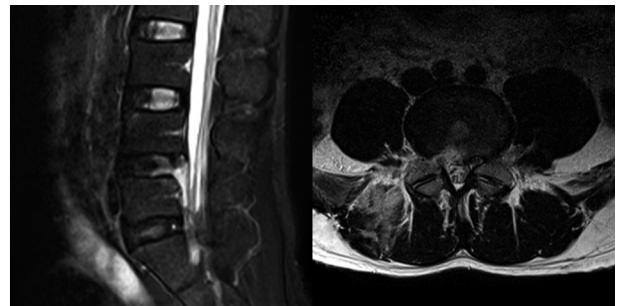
术后 MRI 示 II 度成形术中上关节突前缘磨除
